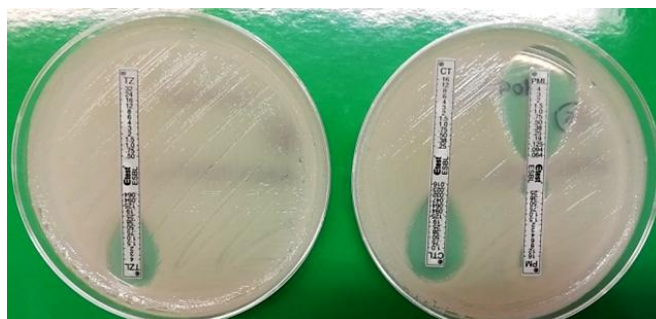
Confirmación fenotípica de producción de BLEE con CT/CTL 16/0.032, TZ/TZL 32/0.25 y PM/ PML 16/0.064 y “zona fantasma” en PM/PML.
